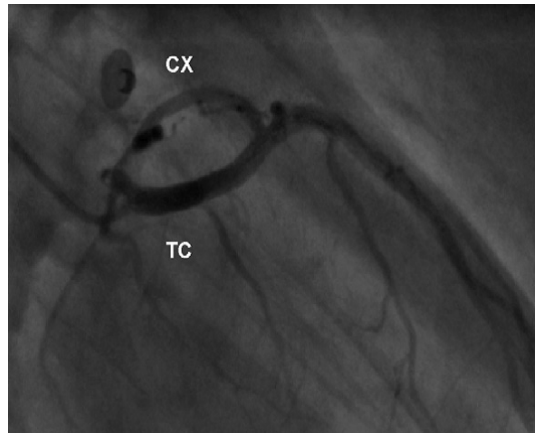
Vue angiographique montrant un tronc commun ectopique naissant à partir du sinus droit avec un trajet intraseptal (incidence oblique antérieure droite). Le tronc commun (TC) et la circonflexe (CX) forment une image d’œil. Présence d’une artère septale naissant du tronc commun. [50]
